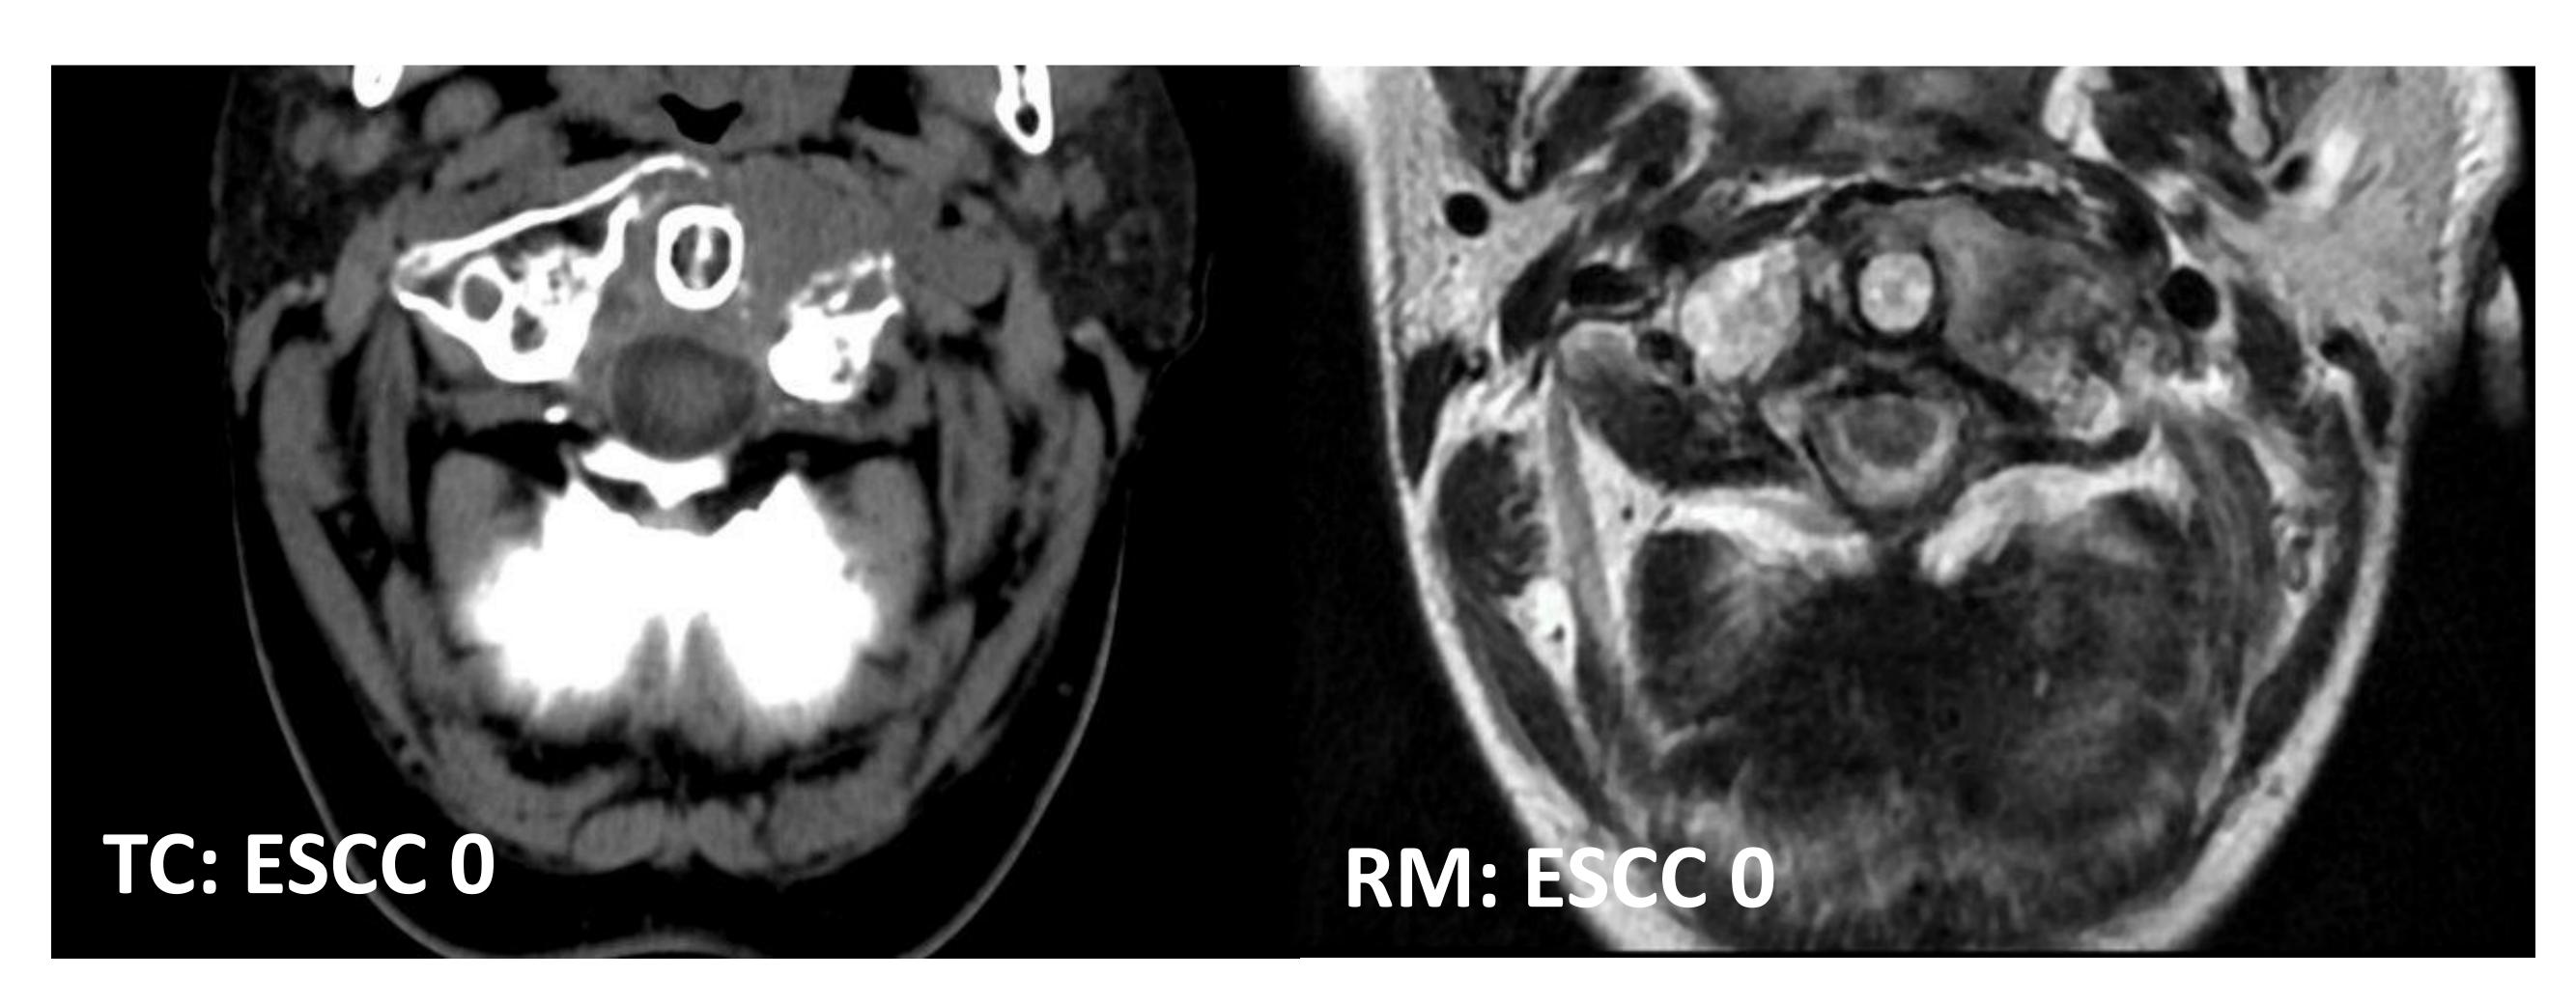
<u>Paciente 1</u>: los resultados de TC y RM concuerdan: ESCC 0; No SINS al ser columna cervical
